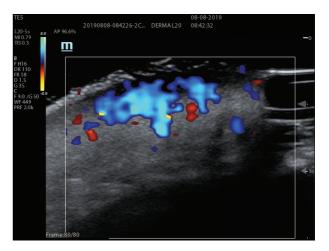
Leishmania en mejilla. Abundante vascularización. Doppler color.
